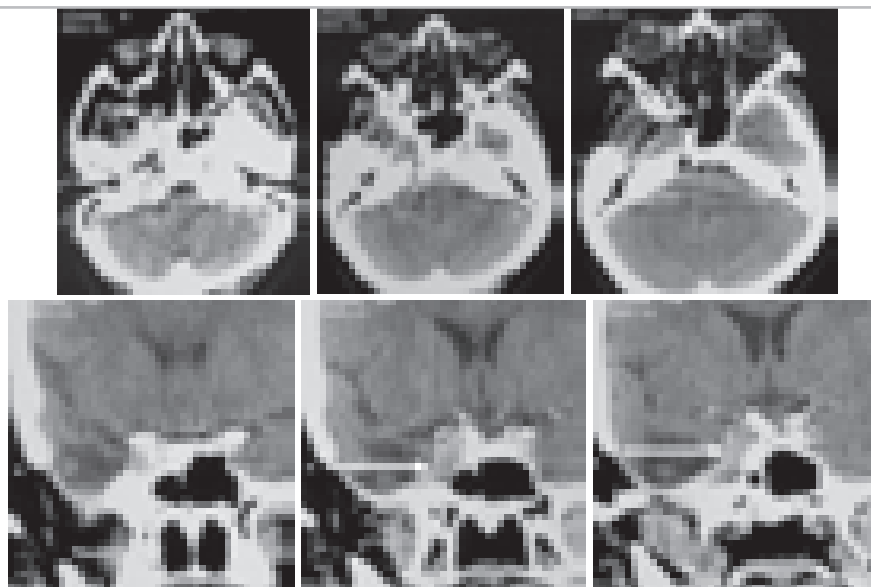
КТ через 2 года после операции в аксиальной и фронтальной проекции. Больная Б-ва 50 лет. Имеются остатки опухоли в области кавернозного синуса (стрелки).
